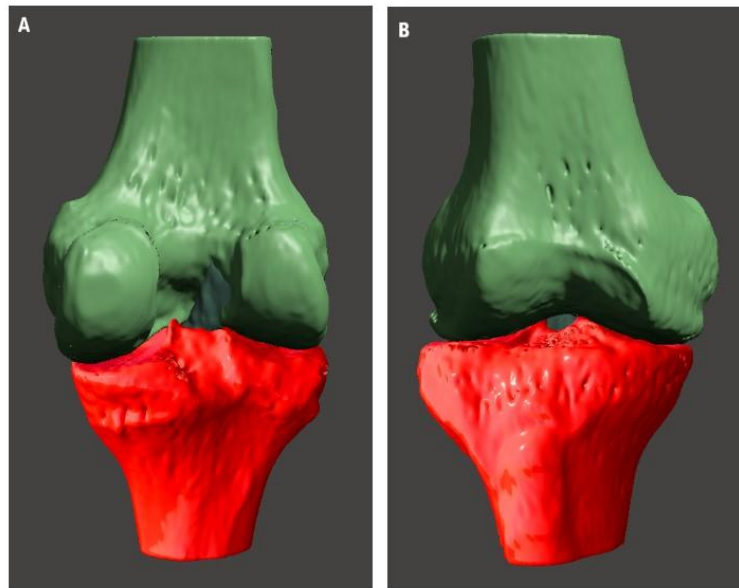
Modelo 3D do joelho lesado, com suposta posição nativa do LCA, por aplicações de imagens de TC para o fémur e tíbia e, imagens de RM do joelho contralateral para identificar a posição do LCA. (A) vista posterior do modelo de trabalho. (B) vista anterior do modelo de trabalho.
